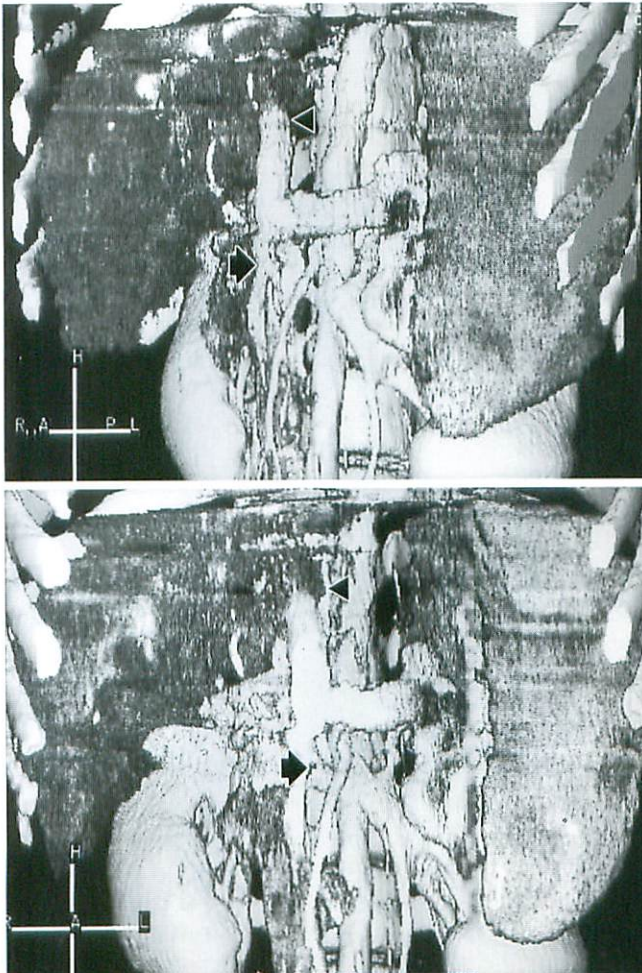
3-dynamic helical CT(case 1)
